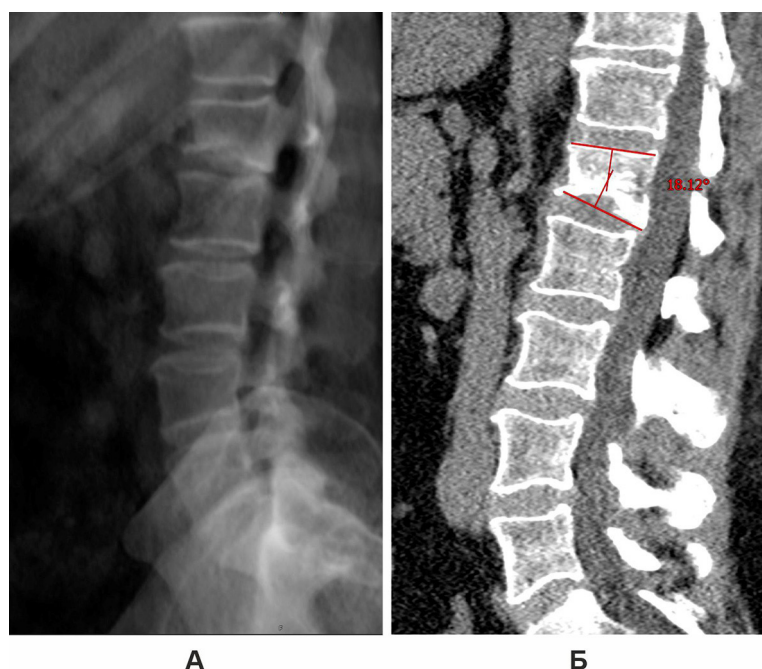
Пацієнтка Л. Через 2 міс після травми: А – спондилографія, бічна проекція; Б – комп'ютерна томографія, сагітальна реконструкція
